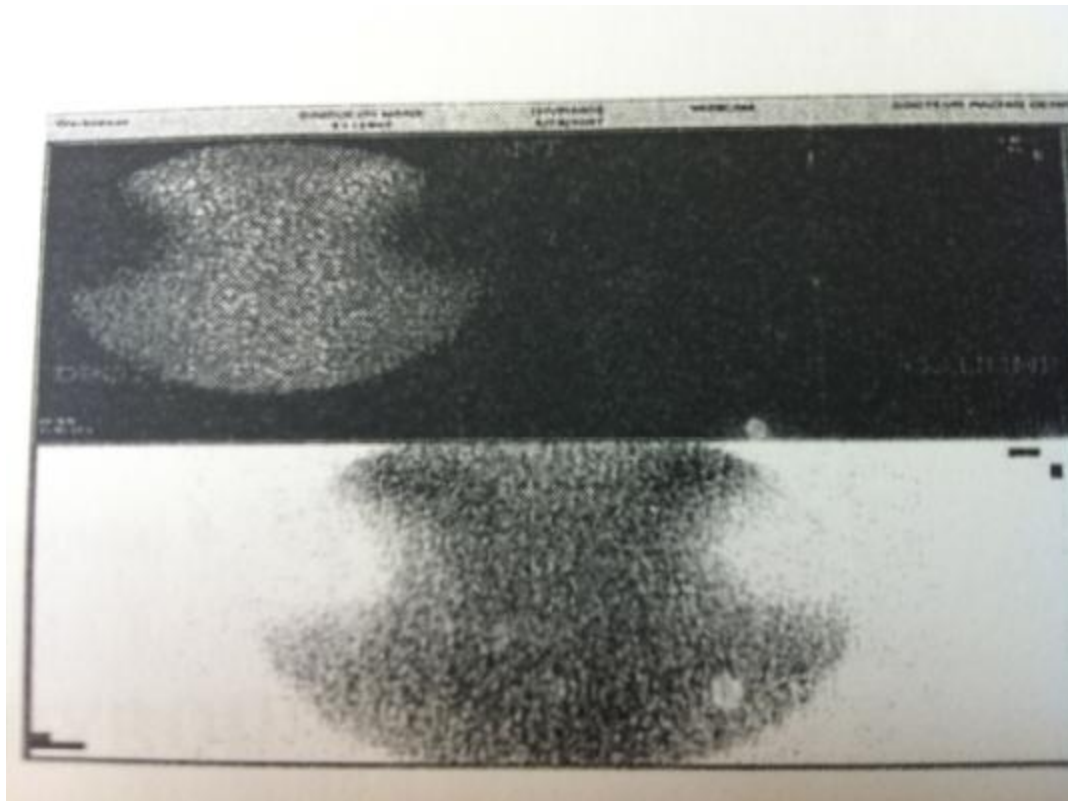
scintigraphie thyroïdienne en faveur d'une athyréose
